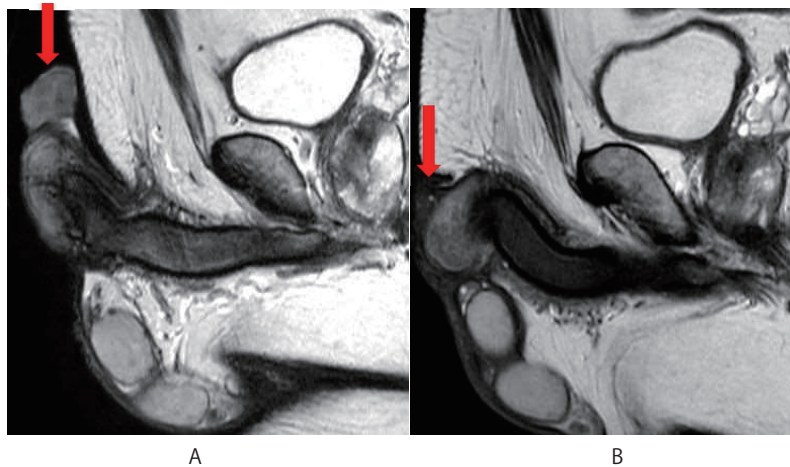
MRI (T2WI) shows penile cancer without apparent invasion to the spongiosum before chemotherapy (2A) and marked reduction of penile cancer after chemotherapy (2B).
